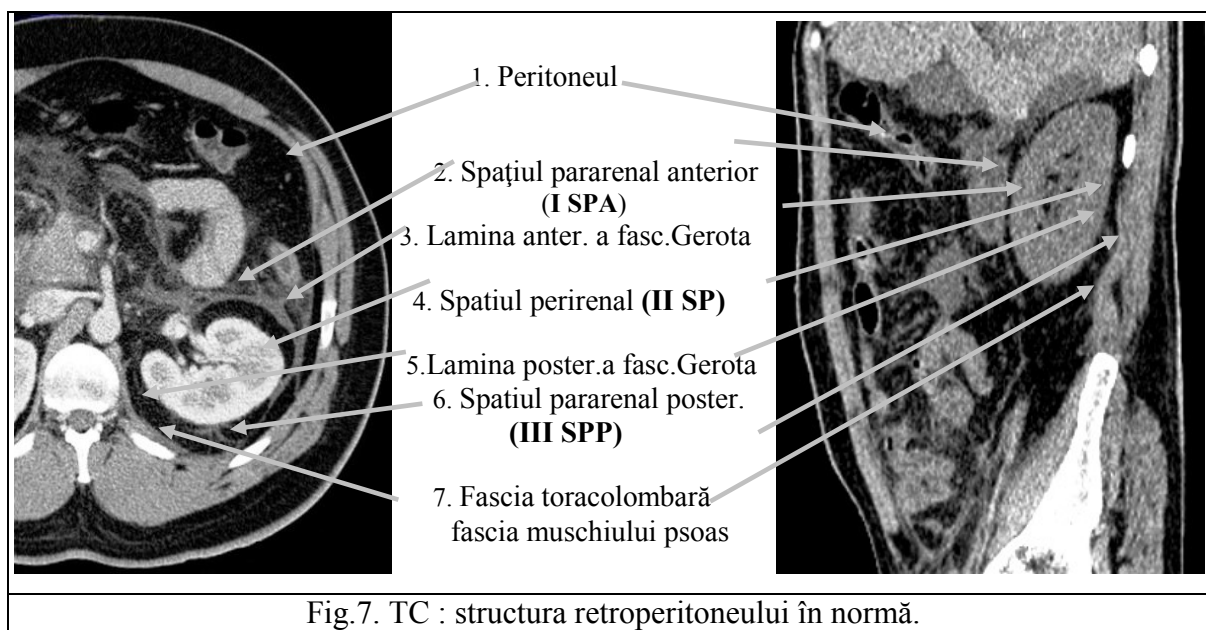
TC : structura retroperitoneului în normă.
